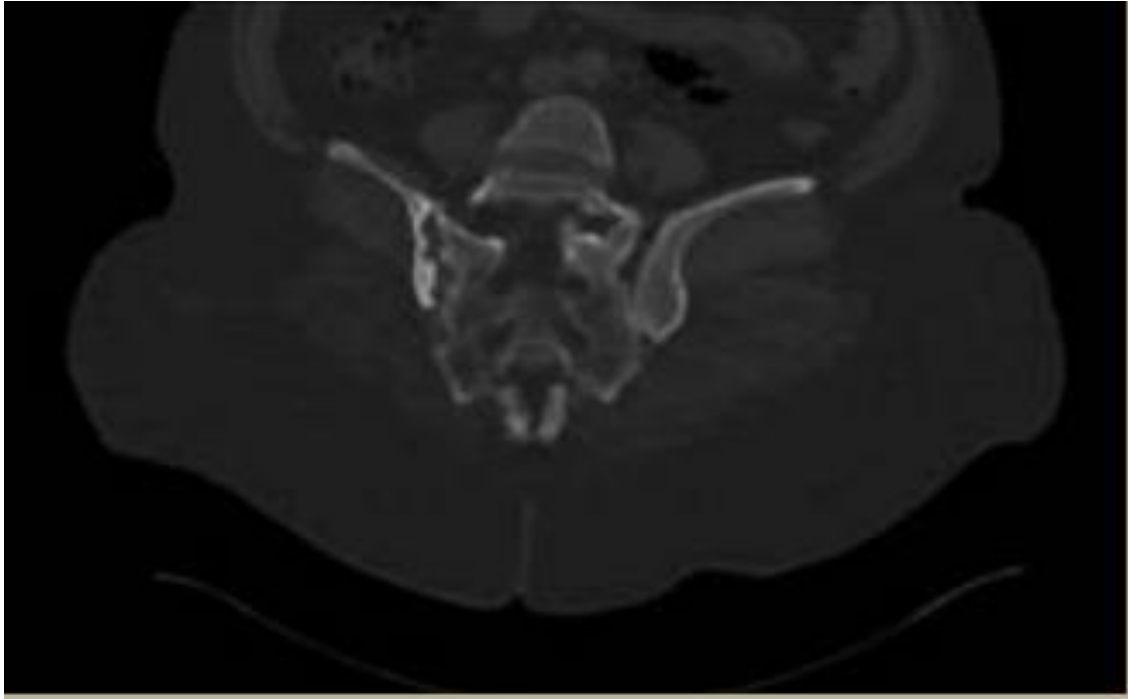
TDM en coupe axiale montrant un remaniement osseux sacré et iliaque droit avec destruction des cartilages et élargissement artriculaire (33)
